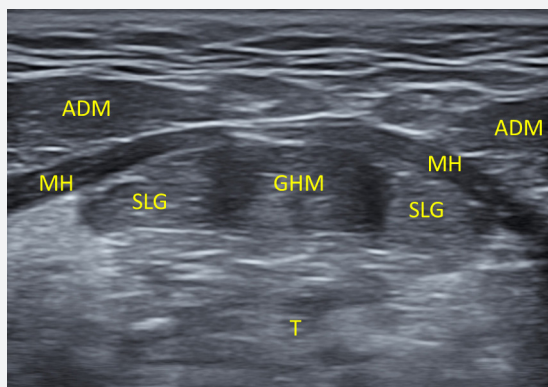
설하선과 주변 근육들의 초음파영상 (ADM: anterior digastric muscle, SLG: sublingual gland, MH: mylohyoid muscle, GHM: geniohyoid muscle, T: tongue)
